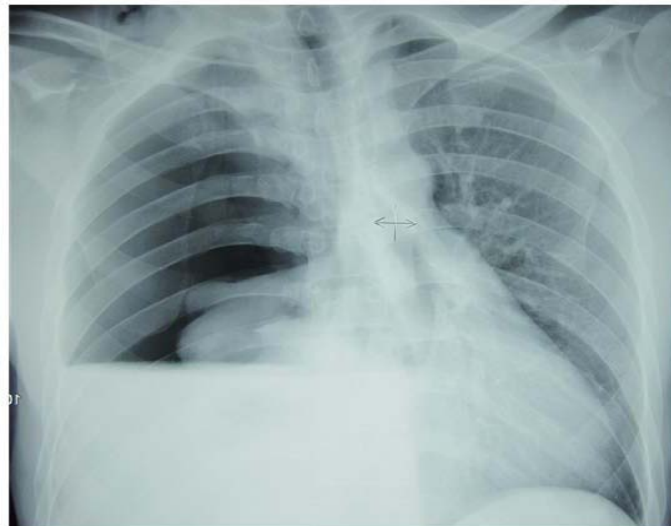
Radiographie thoracique montrant un hydro-pneumothorax droit
